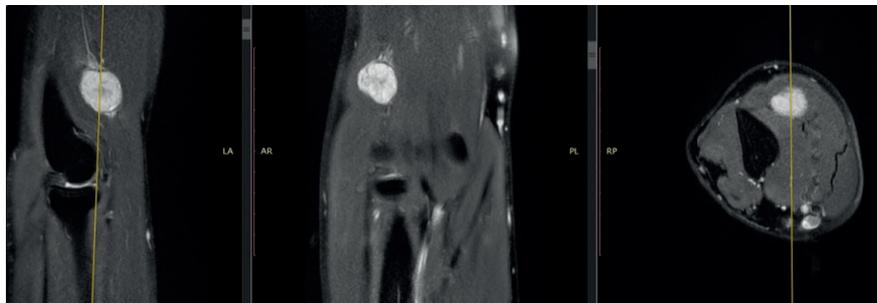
RM T2, imagen hiperintensa corte sagital, corte coronal, corte axial.
